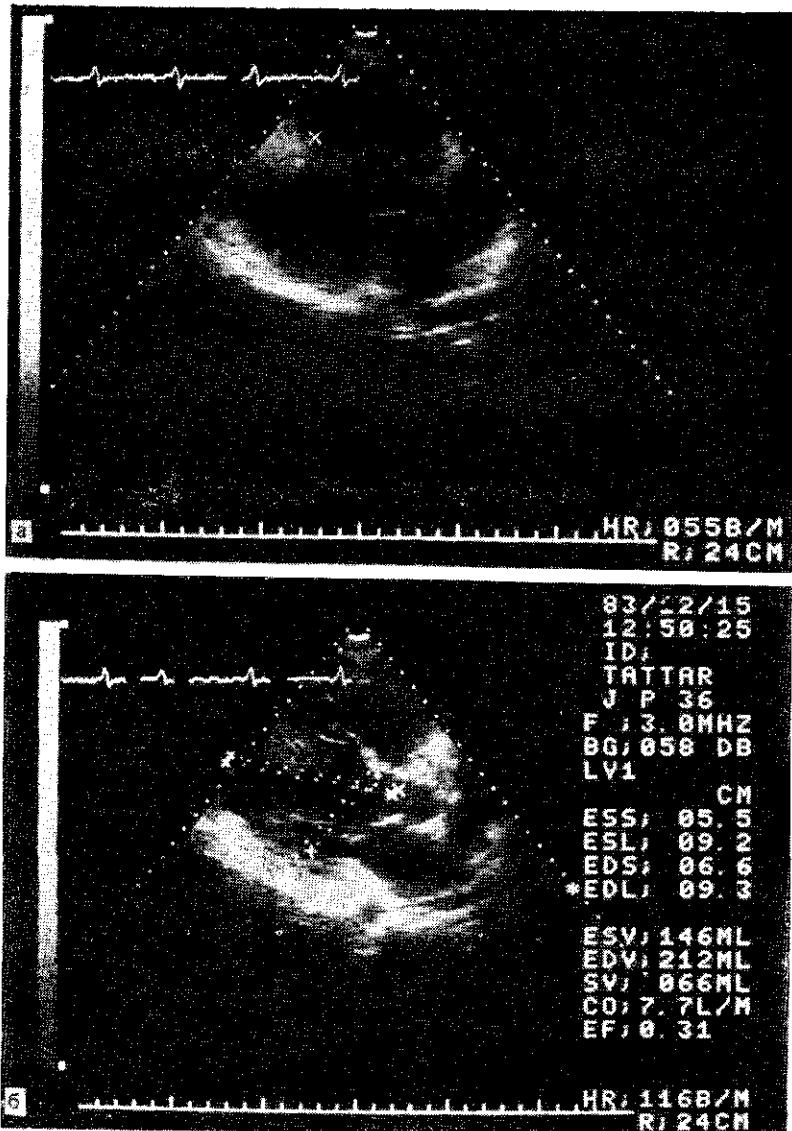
Эхокардиограмма больной Т., 43 лет, с симметричной необструктивной ГКМП (а, б).
